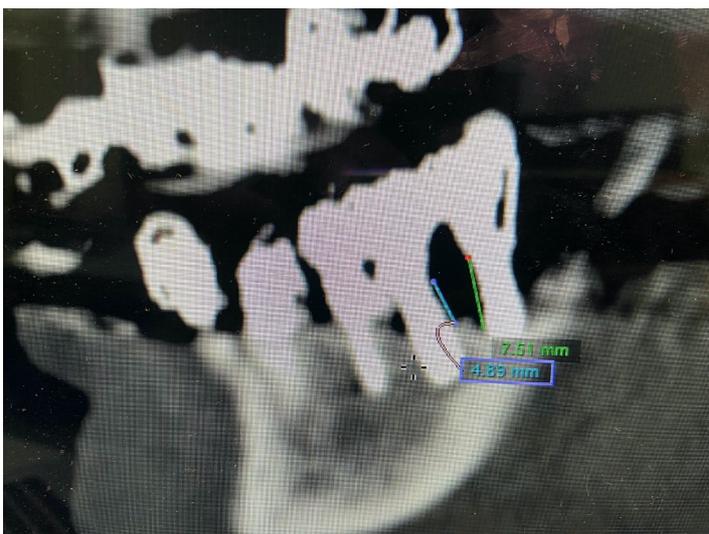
Röntgenologisch diagnostizierbarer Periimplantitis-bedingter Knochenabbau von über 3mm
